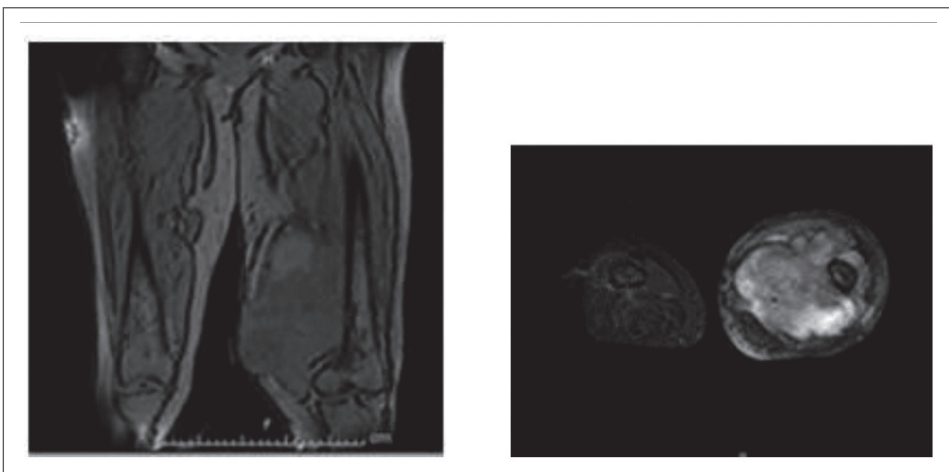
Imagem de ressonância magnética, da coxa esquerda, compatível com lesão tumoral.
